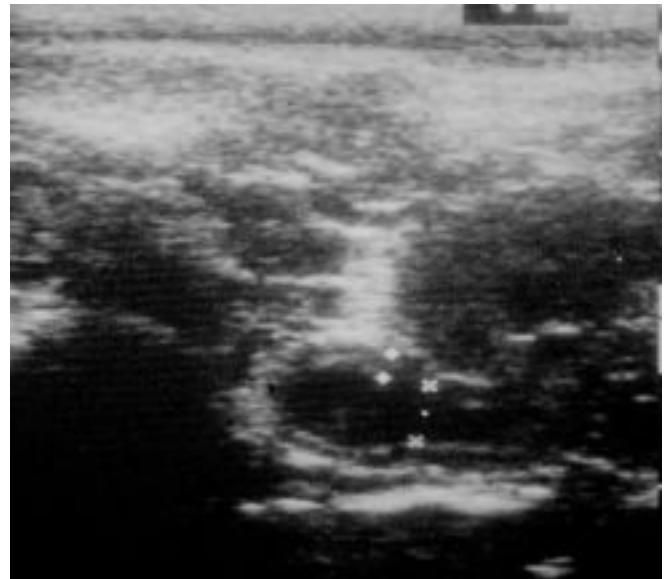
Épaississement pyélique : signe échographique de pyélite et/ou de reflux.
